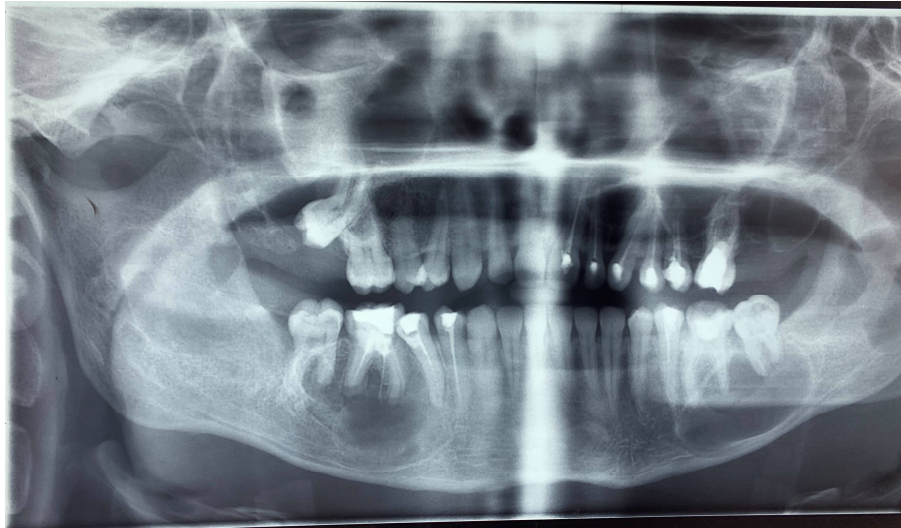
Orthopantomogramme montrant des images radio claires bien limitées au niveau péri et inter radiculaire de la 46 et la 37 en faveur de kystes odontogènes.
